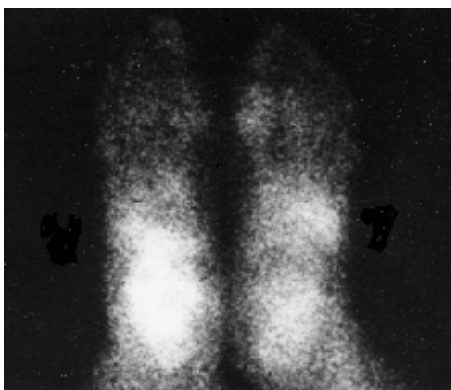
Odloženi scintigram kostiju šaka kod pacijenta sa SRD leve šake nakon frakture distalnog radijusa. Postoji difuzno povišena radioaktivnost u kostima distalnog dela leve šake, što se najviše primećuje u periartikularnim područjima.
